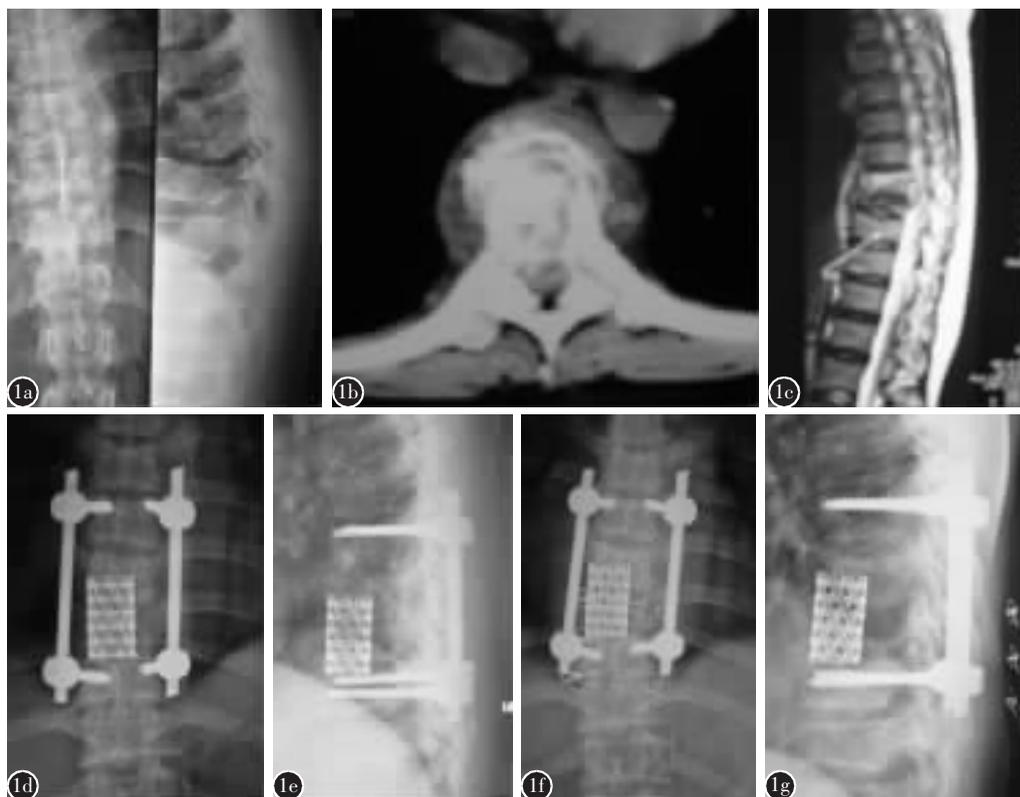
患者女, 52 岁, 左侧乳腺癌根治术后 2 年 4 个月, 背痛并右侧肋间神经放射痛 3 周 a 术前 X 线片示 T9 椎体病变并压缩性骨折 b、c CT 及 MRI 示 T9 椎体破坏, T8 椎体下缘可疑病灶 d、e T9 椎体切除、T8 椎体大部分切除、缺损椎体用钛网+切除的肋骨植骨、后路椎弓根钉棒系统内固定术后正侧位 X 线片示内固定位置良好 f、g 术后 8 个月正侧位 X 线片复查示钛网及内固定物位置良好, 无松动及断钉、断棒现象, 椎体无塌陷
